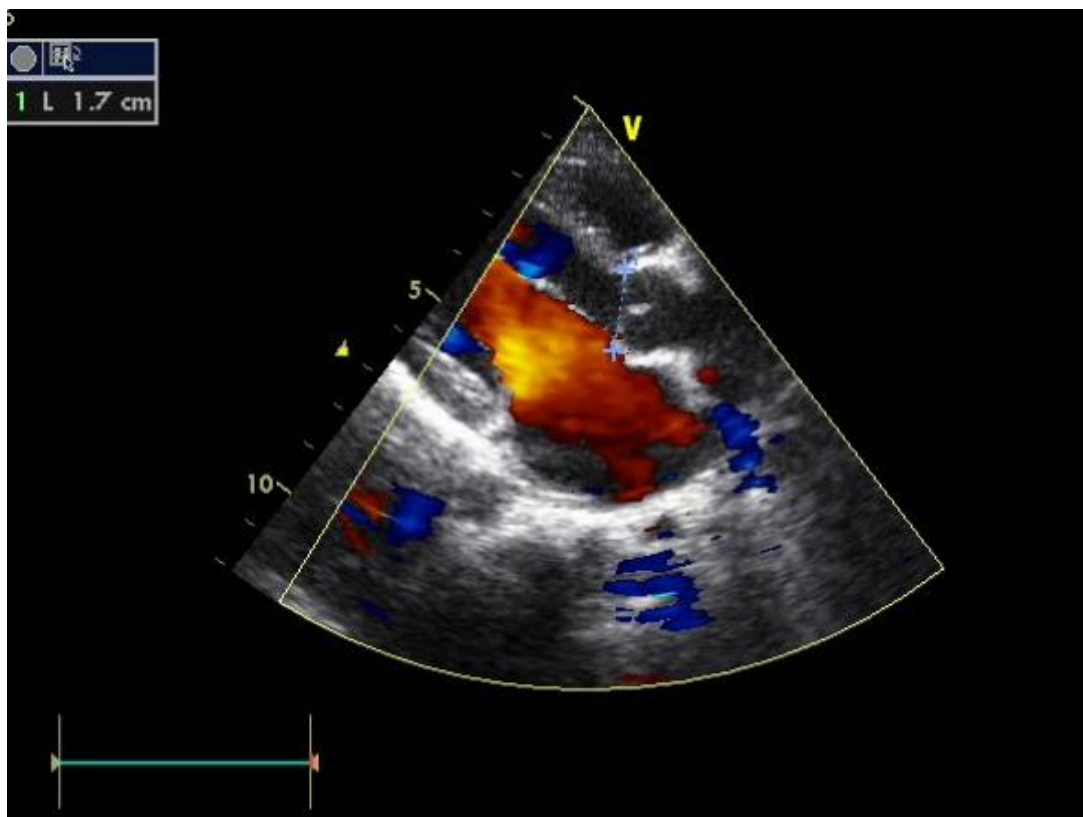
coupe parasternale petit axe, montrant un canal artériel de 17 mm en doppler couleur.
